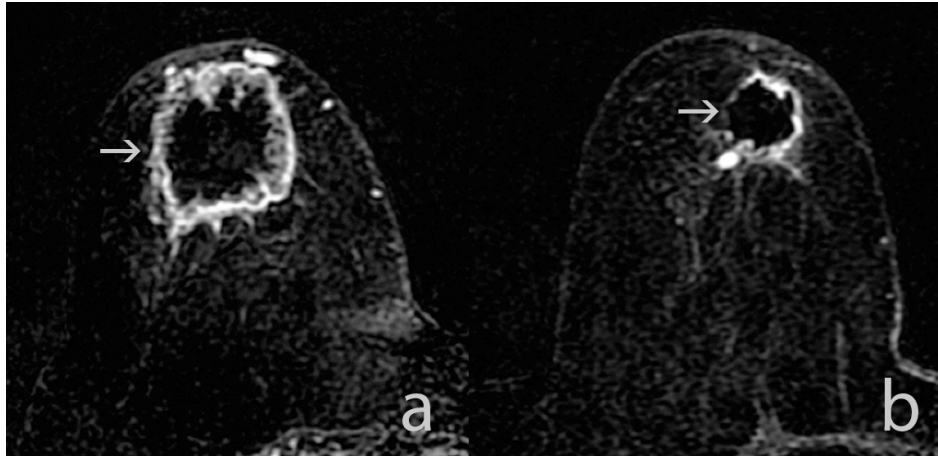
Imágenes MIP en sustracción, plano axial. a) RM de estadificación: realce nodular en anillo (flecha) y contorno lobulado de localización retroareolar, perfil IHQ TN. b) RM tras TSP: respuesta parcial mayor con patrón de reducción concéntrica (flecha).
